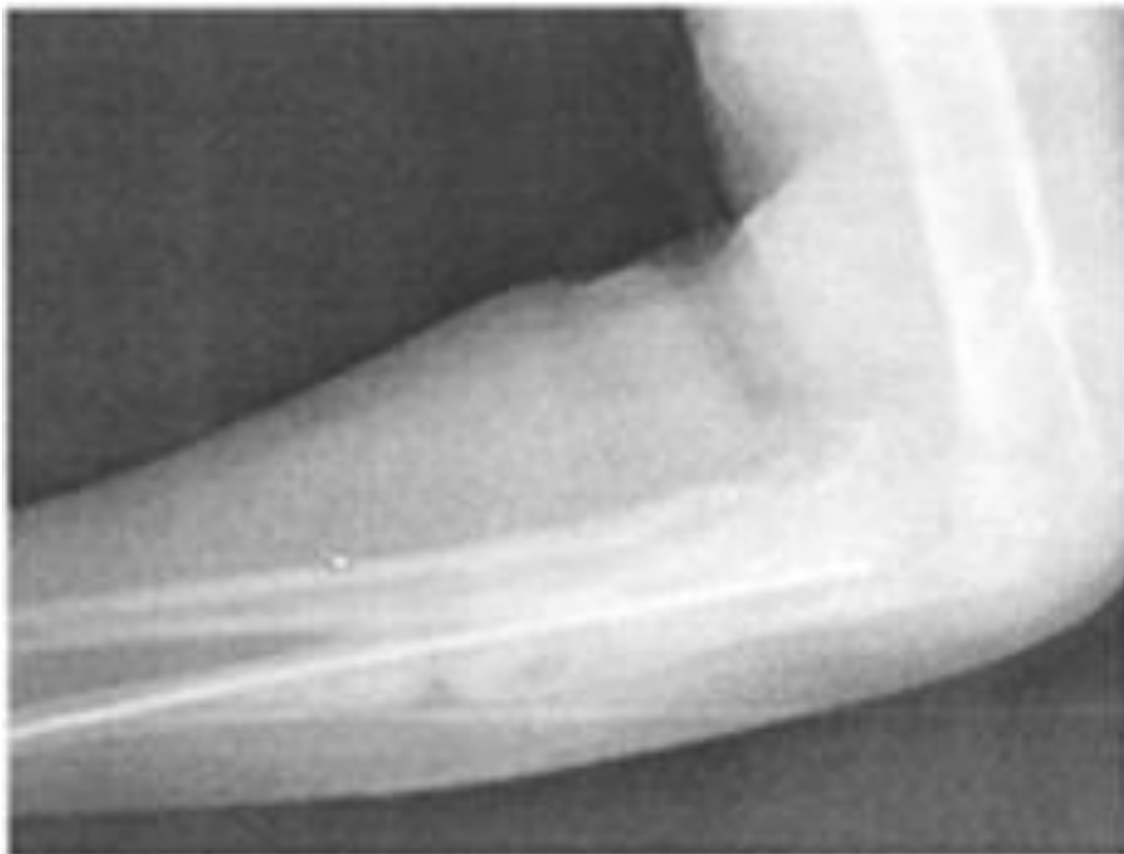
Рентгенограмма после демонтажа АВФ
